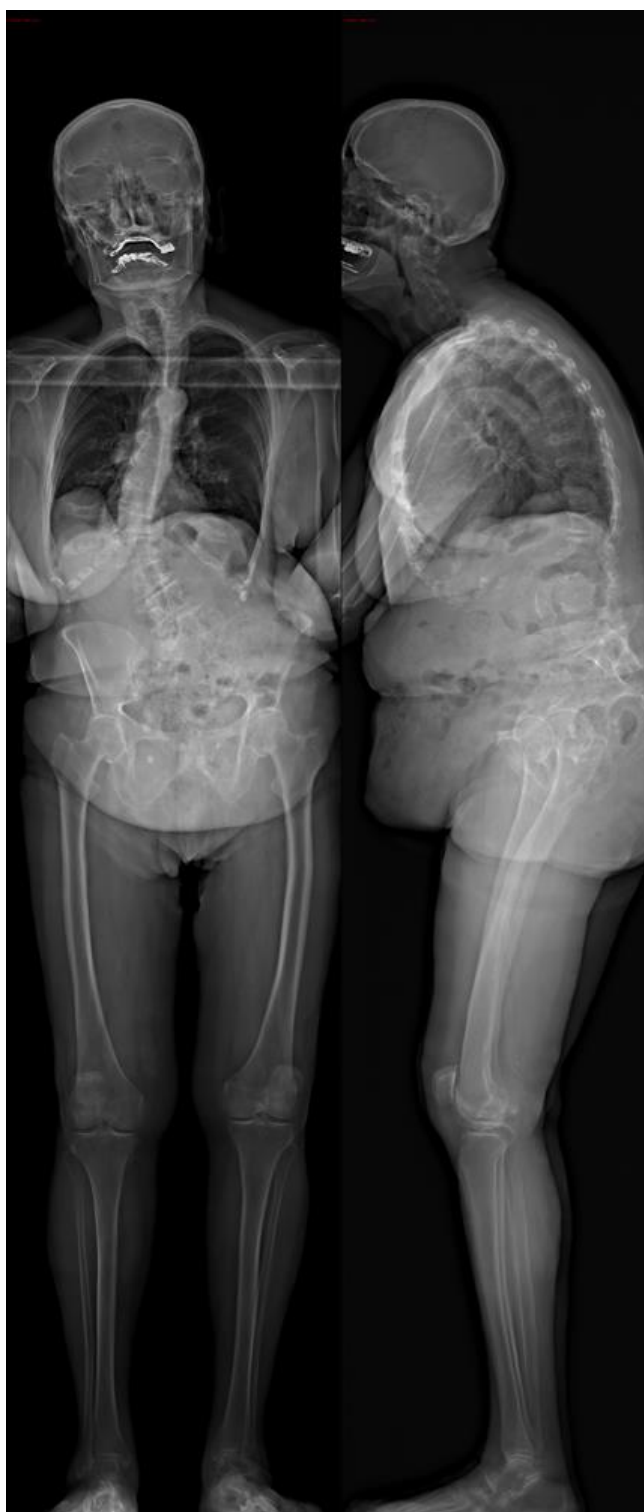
Radiographies de face et de profil de la patiente 15, 82 ans, en déséquilibre sagittal et coronal, malgré la mise en jeu des mécanismes de compensation : GST1 11°, ODHA 16°, manque de lordose 23°, version pelvienne 24°, angle de Cobb 53°, dislocation rotatoire L3L4.
